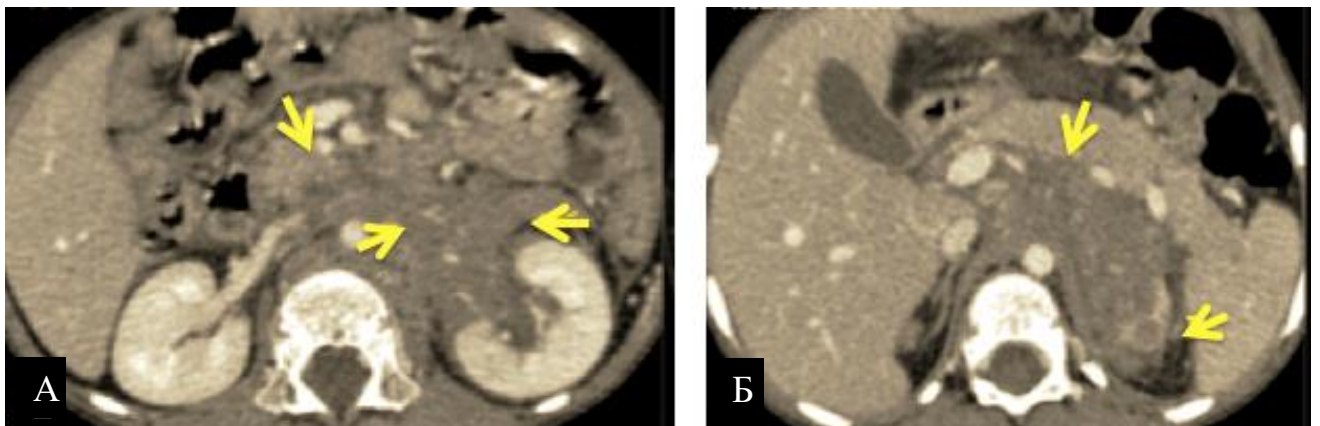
Тот же пациент, что и на Рисунке 10, КТ в процессе неoadьювантной ПХТ.
